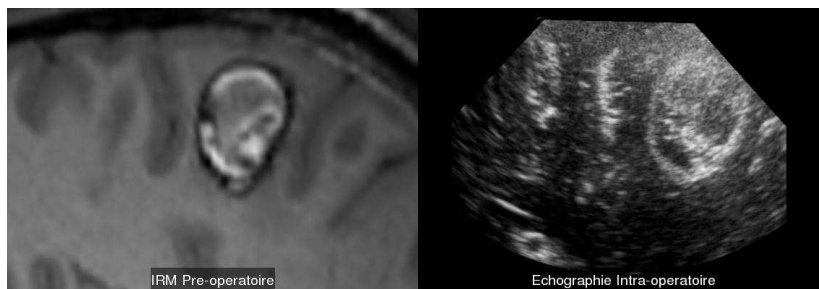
Reconstruction de la coupe de l'IRM préopératoire correspondante à l'image USi. L'échographie intraopératoire permet de visualiser les lésions hyperéchogènes, les espaces liquidiens cérébraux comme les sillons ou les ventricules, ainsi que la faux du cerveau.
